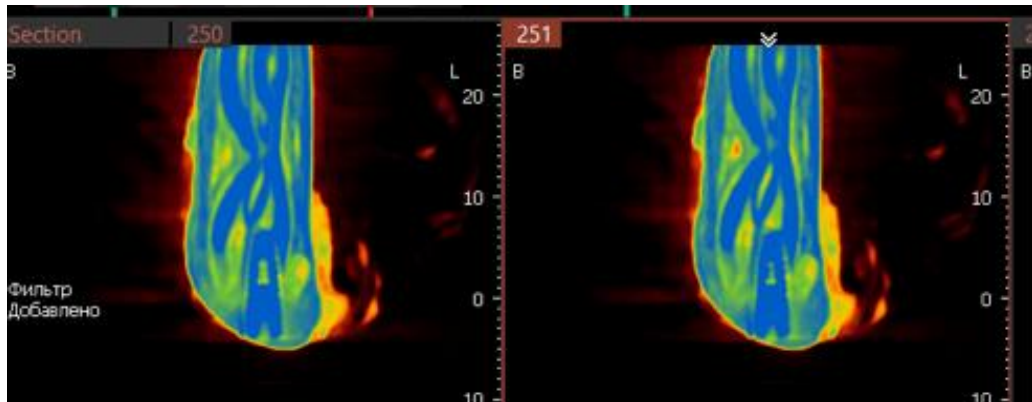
Томограмма на уровне имплантата 1.1, определяется неравномерная плотность костной ткани по периферии имплантата
